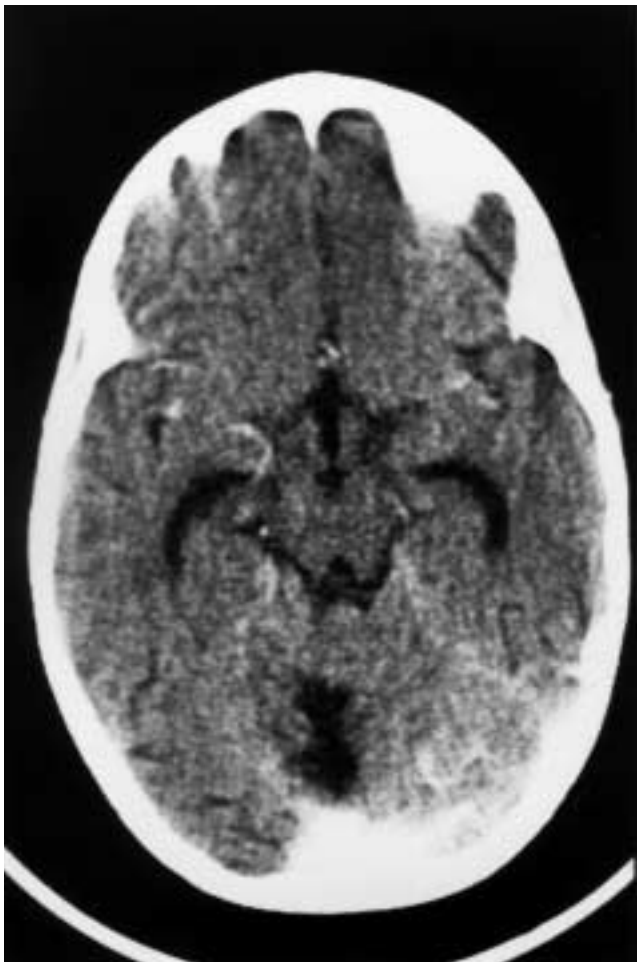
Remisión de la enfermedad local post-TASPE (TAC).
